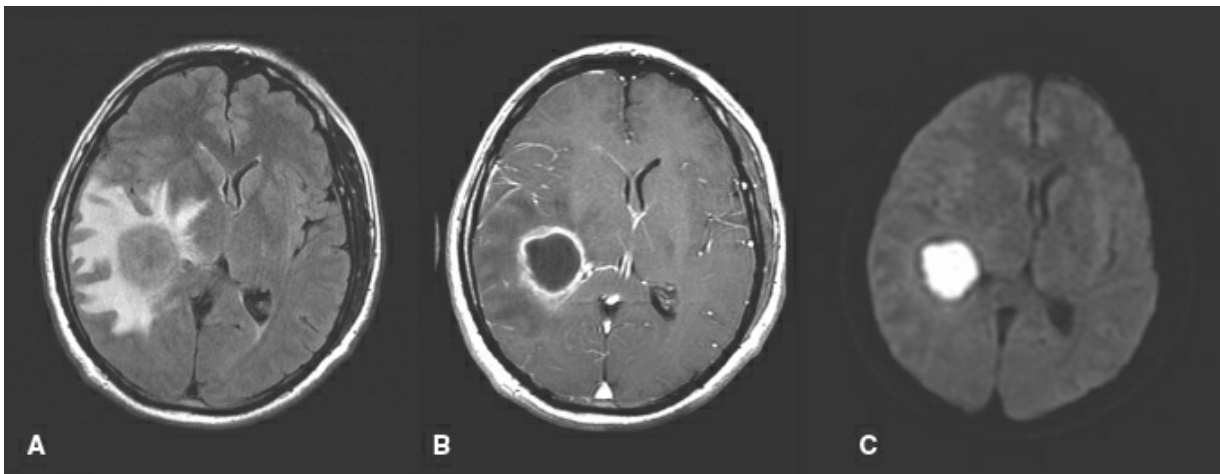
RMN cerebral. A. RMN axial en secuencia FLAIR. B. RMN axial ponderada en T1, con contraste. C. RMN axial ponderada por difusión.
